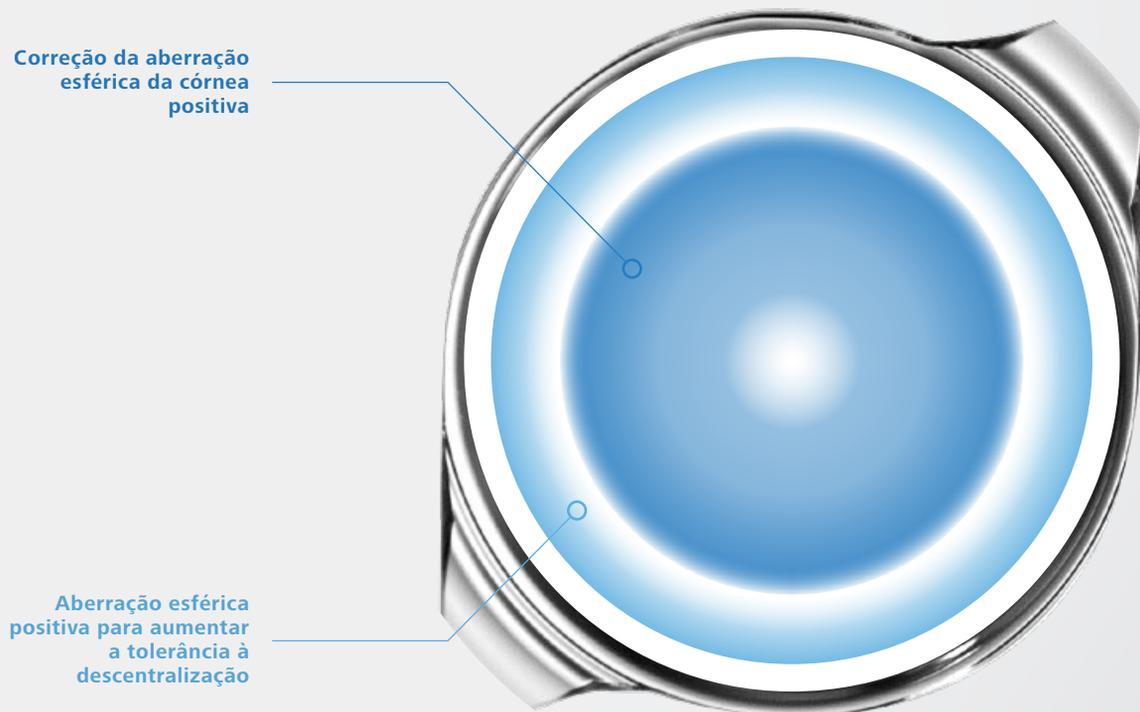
Perfil de aberração da ZEISS CT LUCIA 621P com distribuição de força não uniforme (visualização esquemática, imagem fora de escala)
